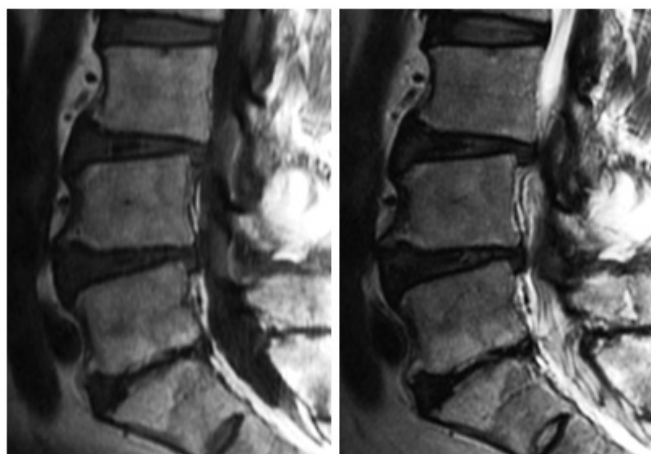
Cambios Modic tipo II en imágenes de RM potenciadas en T1 (izquierda) y T2 (derecha).
